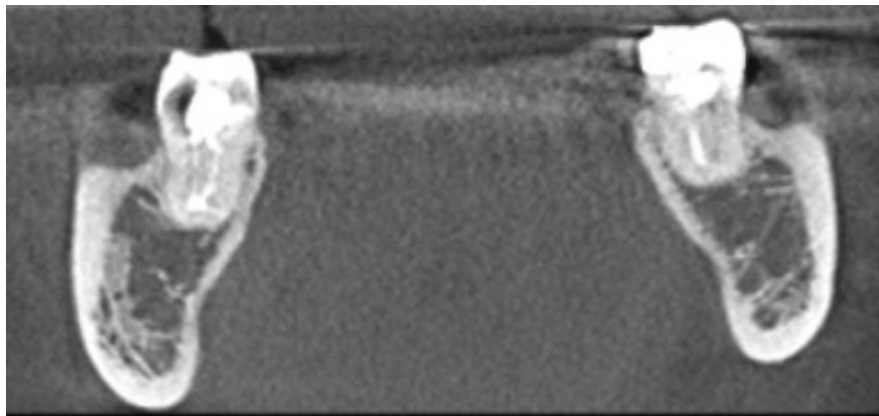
Coupe de cone beam dans le plan frontal illustrant une concavité mandibulaire droite et gauche (images obtenues dans le service d'odontologie du CHU de Lille).
